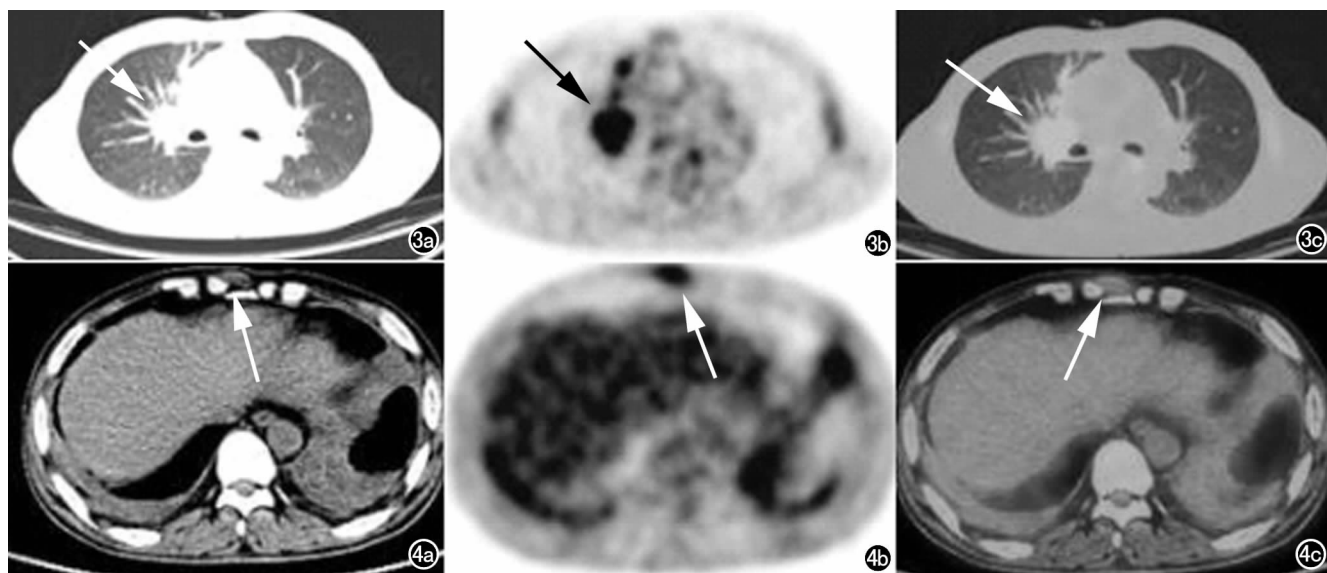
a) CT 图像示右肺门、右肺上叶纵隔旁多发大小不等的片状、结节样影(箭); b) PET 图像于相应部位见 ^{18}F -FDG 高摄取, SUVmax 约 10.37(箭); c) PET 图像与 CT 图像融合, 病灶匹配良好(箭)。 图 4 a) CT 图像示胸骨剑突周围肿胀软组织影(箭), 右侧胸腔积液, 胸膜增厚, 左肺实变; b) PET 图像于相应部位见 ^{18}F -FDG 高摄取(箭); c) PET 图像与 CT 图像融合, 病灶匹配良好(箭)。
